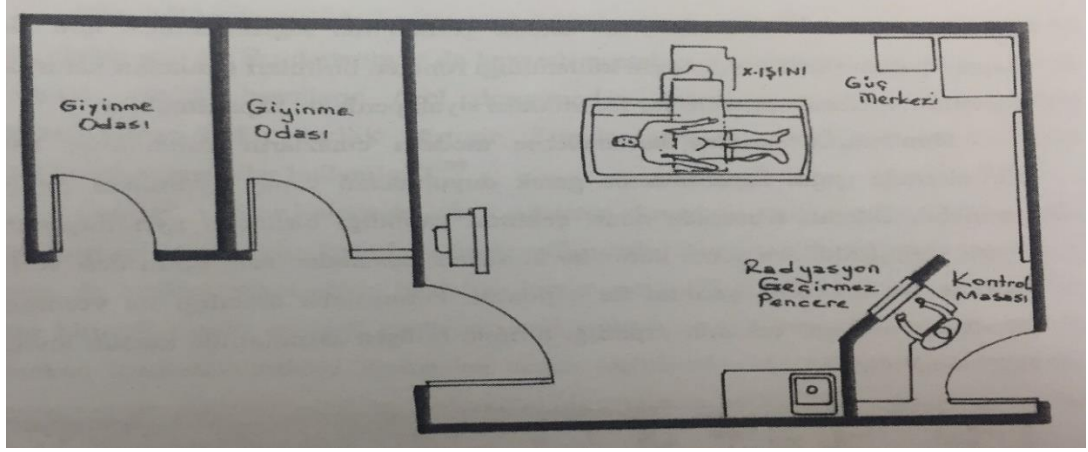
38: Liv Hospital, Röntgen Odası
